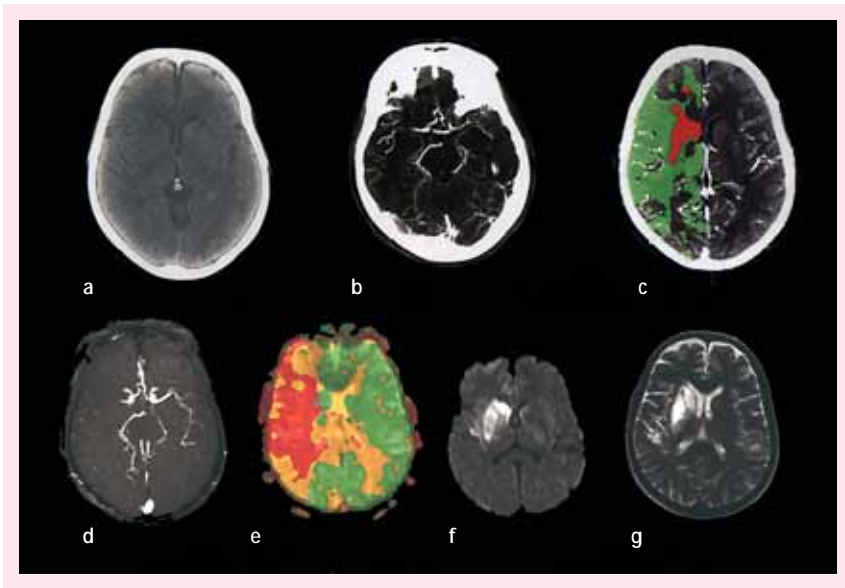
Représentation de la pénombre en scanner de perfusion et IRM.
